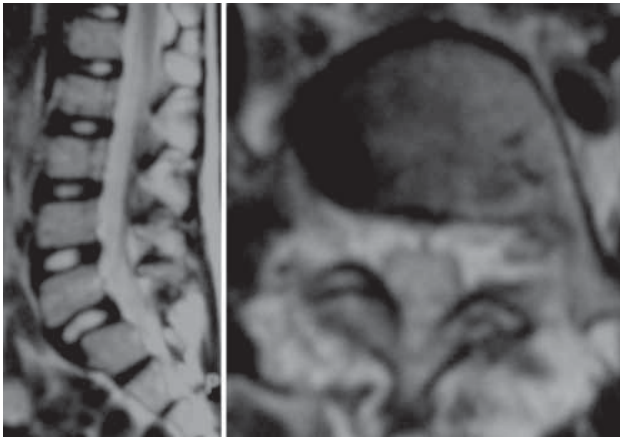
Resonancia magnética lumbar sagital y axial.
